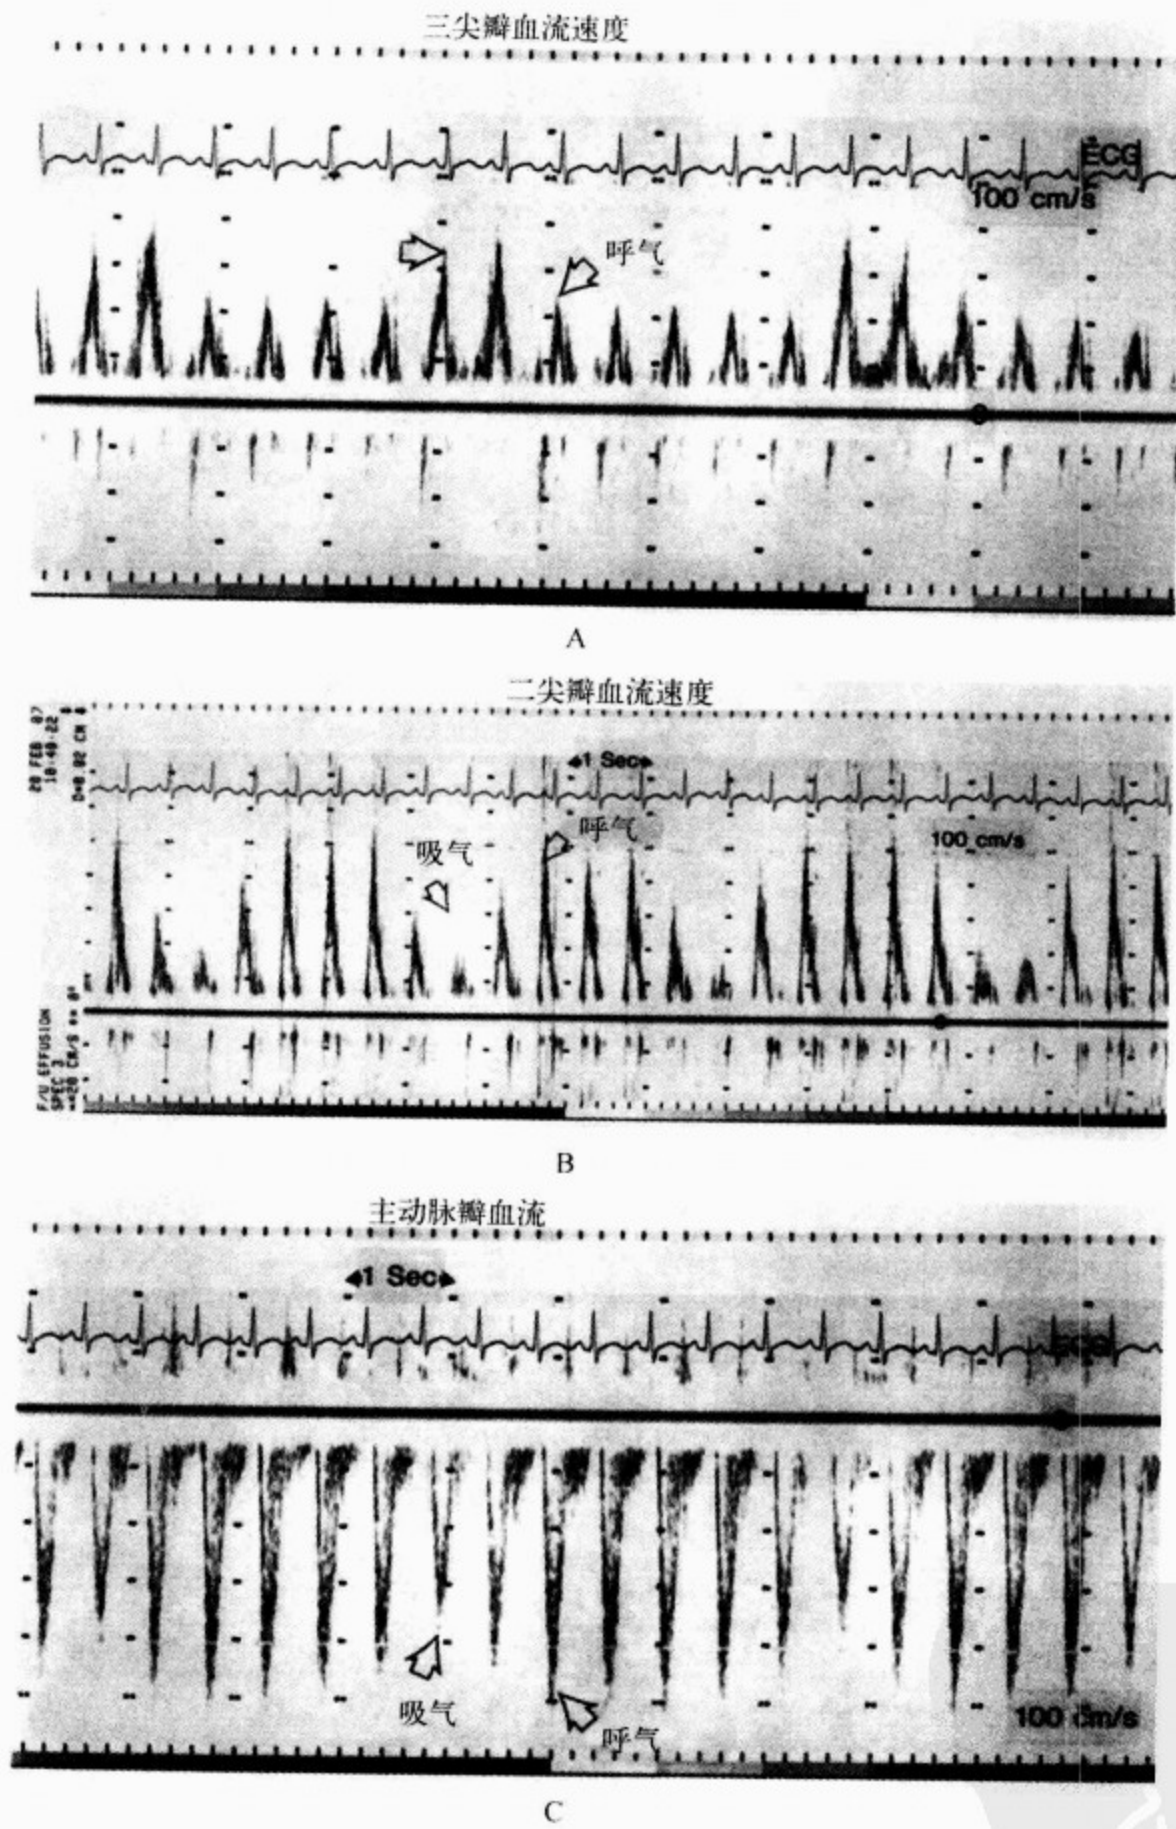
一心脏压塞患者的多普勒超声心动图
